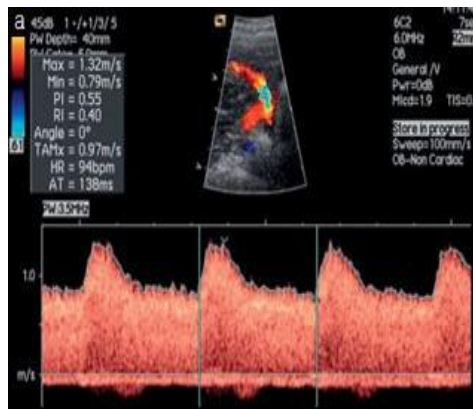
Nr. 1.8. Doppler Normal i Arterieve Uterine
